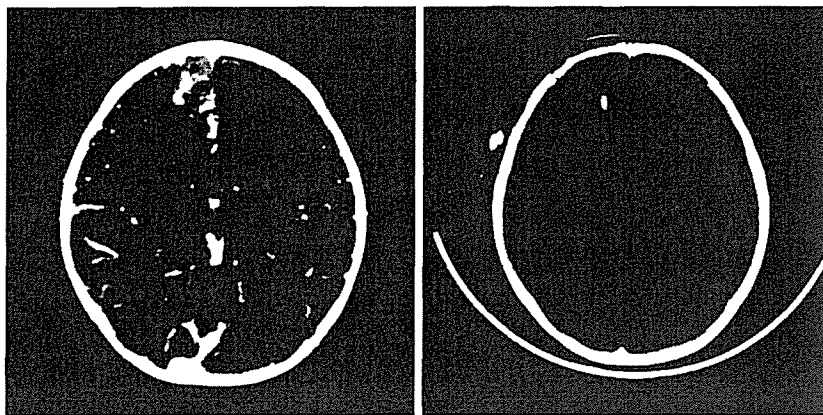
A: Pre-operative enhanced CT scan reveals hemorrhagic tumor in the frontal lobe.
